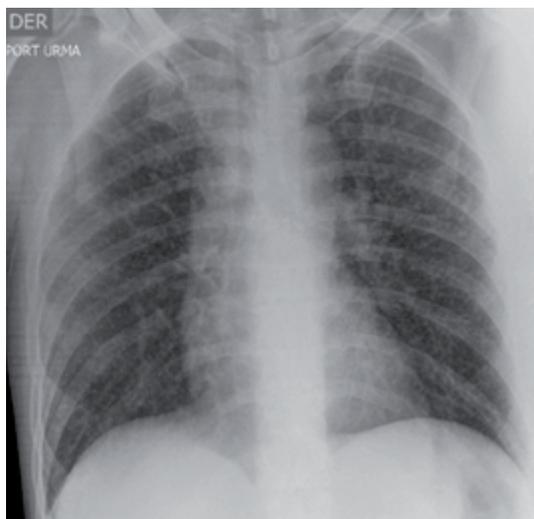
Radiografía de tórax con opacidades intersticiales reticulonodulares bilaterales.
